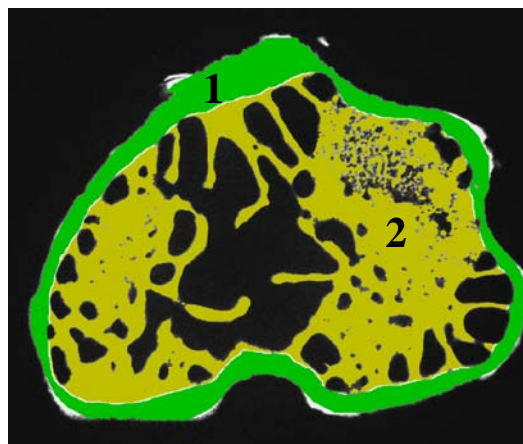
Auswertung der Mikroradiographien: Flächendefinition (Arbeitsschritt 3)
